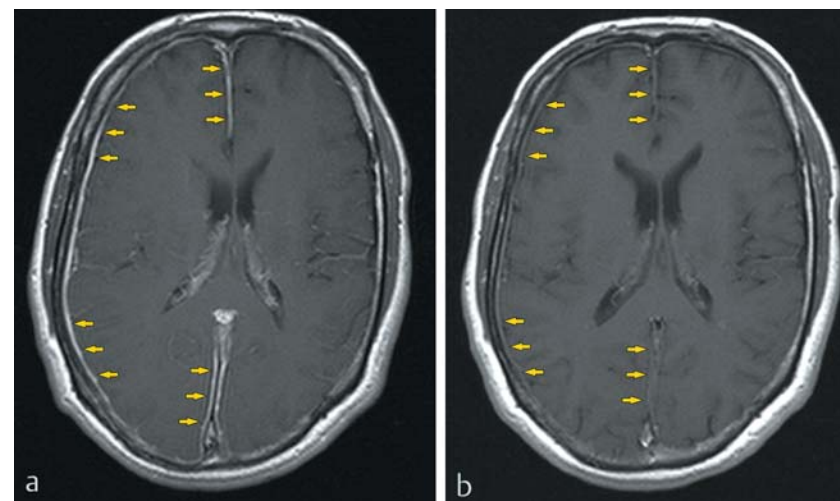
T₁-gewichtete kraniale MRT in axialer Schnittführung. a) Initial vor Therapieeinleitung: Verdickung und deutlich verstärkte Kontrastmittelanreicherung der Meningen (Pfeile) als Ausdruck der Pachymeningitis bei Wegener-Granulomatose. Klinisch starke Kopfschmerzen (VAS = 10). b) Sechs Wochen nach Therapieeinleitung (Prednisolon/Cyclophosphamid) waren die Verdickung und die verstärkte Kontrastmittelanreicherung der Meningen nicht mehr nachweisbar (Pfeile). Klinisch sistierte die Kopfschmerzsymptomatik (VAS = 0). Analgetika und Psychopharmaka wurden nicht mehr eingenommen.
